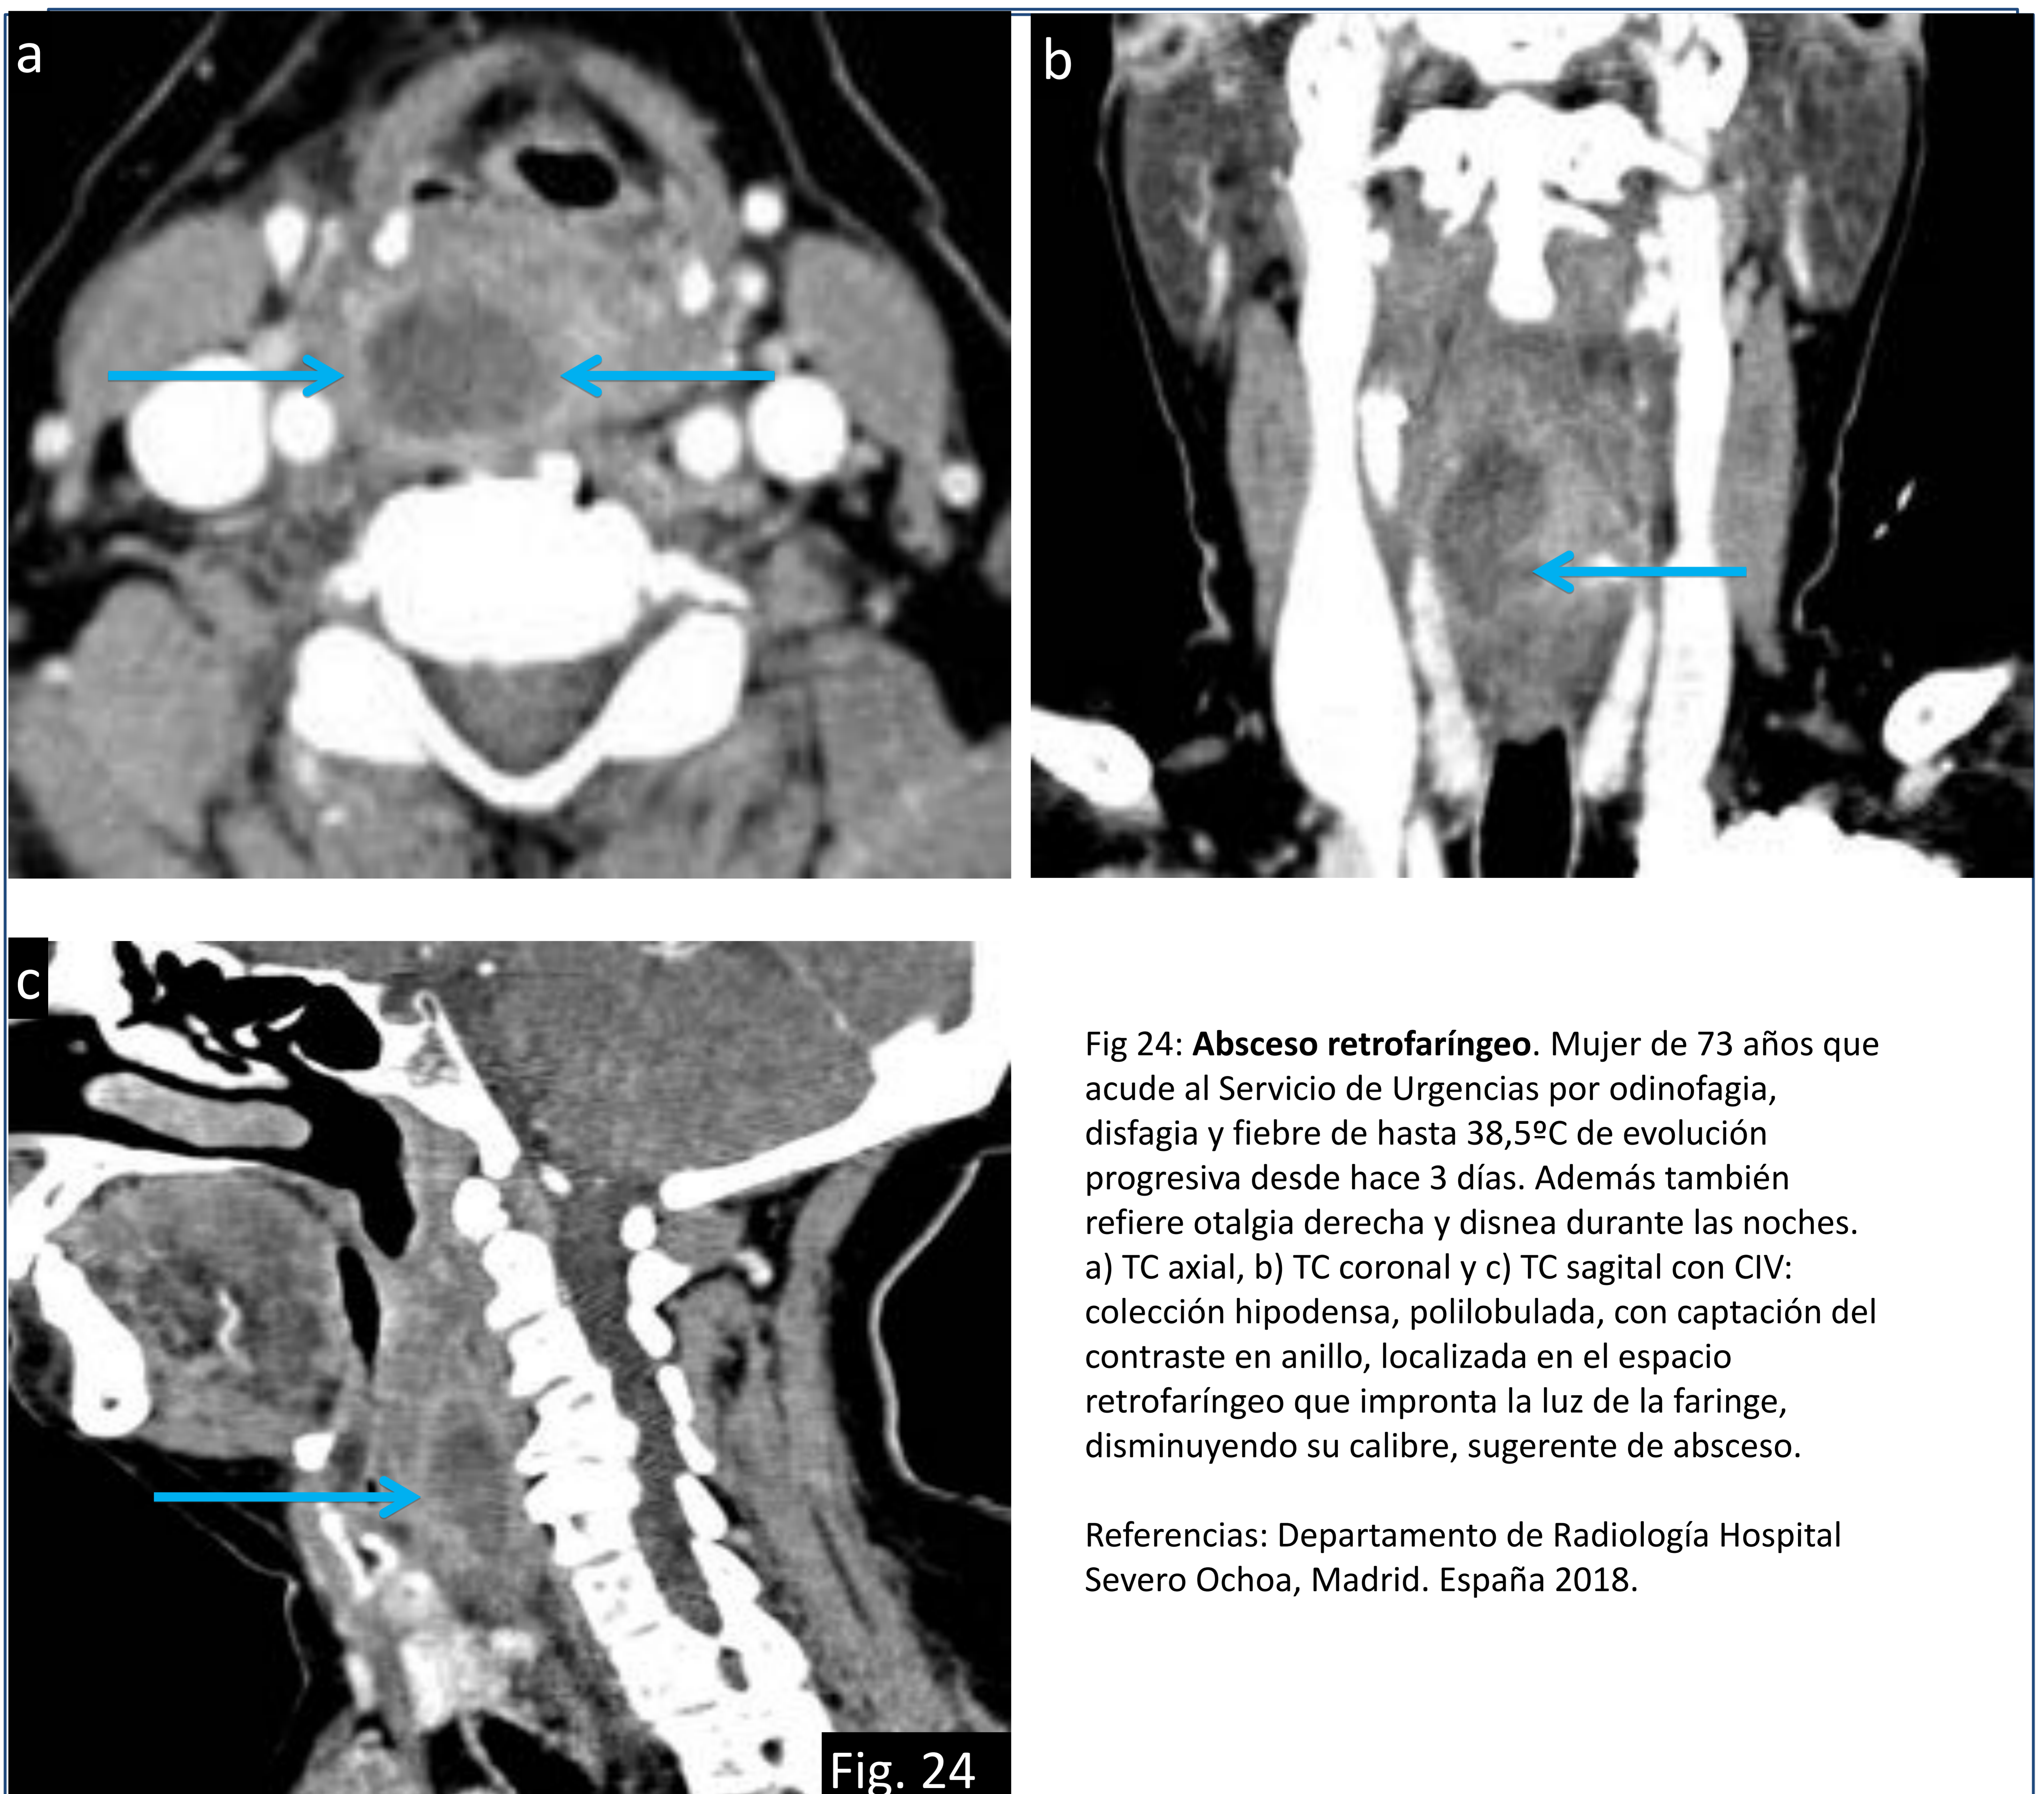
Absceso retrofaríngeo. Mujer de 73 años que acude al Servicio de Urgencias por odinofagia, disfagia y fiebre de hasta 38,5°C de evolución progresiva desde hace 3 días. Además también refiere otalgia derecha y disnea durante las noches. a) TC axial, b) TC coronal y c) TC sagital con CIV: colección hipodensa, polilobulada, con captación del contraste en anillo, localizada en el espacio retrofaríngeo que impronta la luz de la faringe, disminuyendo su calibre, sugerente de absceso.
